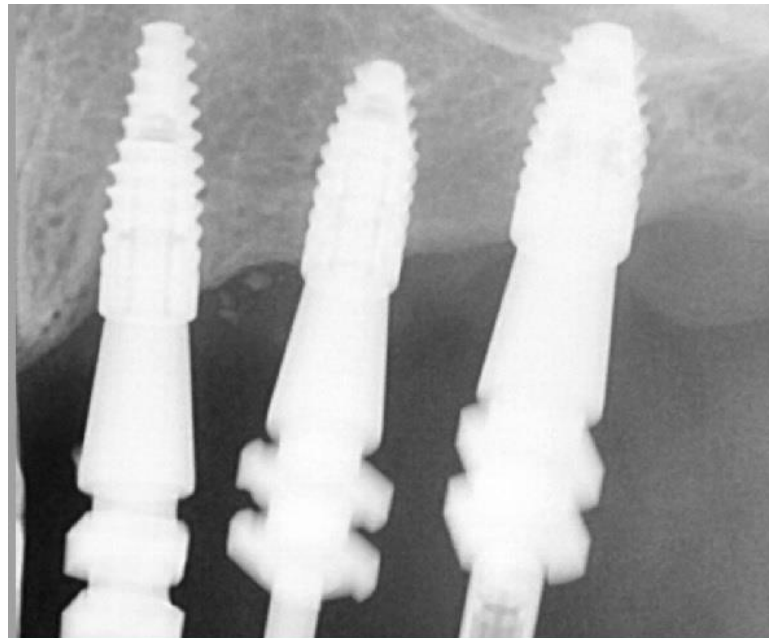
Radiografía de transfer (Cortesía de centro odontológico Evodent)⁹
